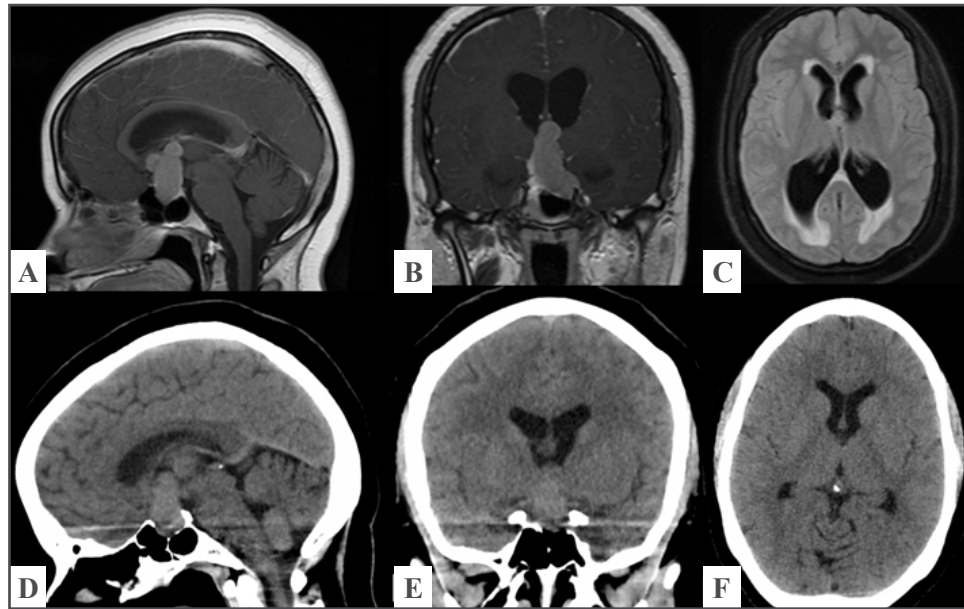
Imágenes de resonancia magnética selar: 1A.- Corte sagital potenciado en T1 con contraste: LOE selar con extensión supraselar, lobulado, que ocluye el foramen de Monroe bilateral, como se observa en el corte coronal (Fig. 1B). 1C.- Se observa oclusión y dilatación del sistema ventricular con edema transependimario en la secuencia FLAIR. Imagen tomográfica un mes después del tratamiento con cabergolina: se observa la reducción del tamaño tumoral con permeabilidad del foramen de Monroe y normalización del tamaño ventricular. (Fig. 1D-F).
